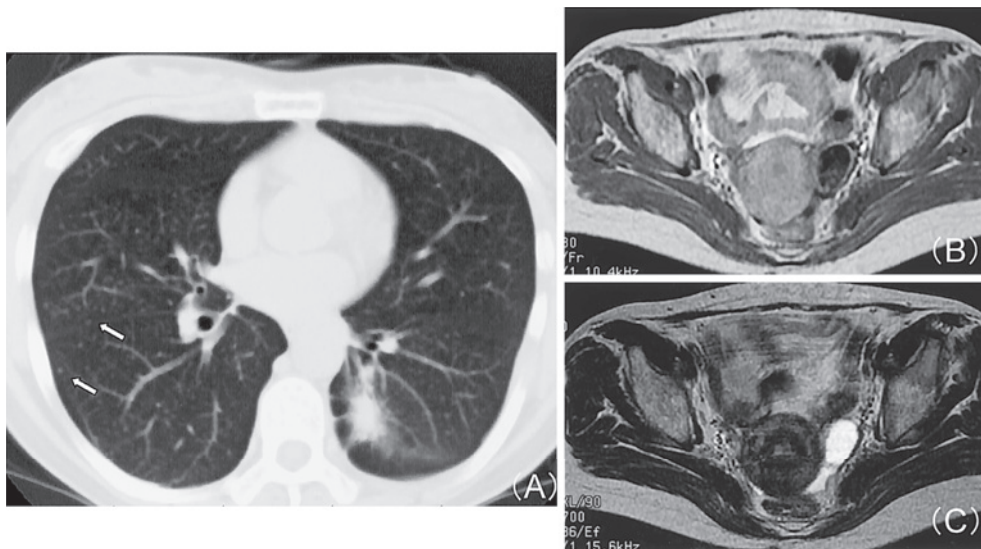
Chest computed tomography scan showing a tumor in the left lower lobe and multiple small nodules (arrows) in bilateral lungs (A). Gadopentetate dimeglumine-enhanced T1-weighted magnetic resonance image (B) and T2-weighted image (C) show a tumor in the left ovarium.
